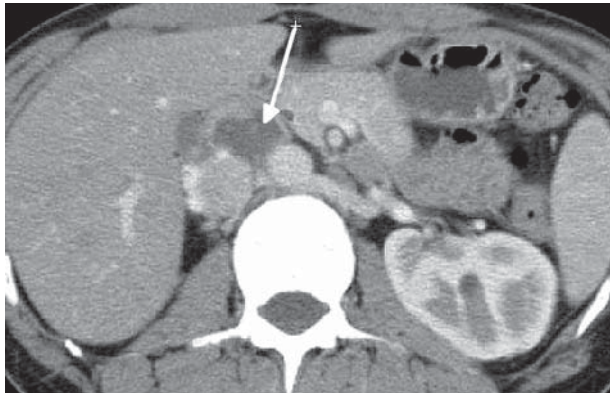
КТ скан верхнього поверху живота в аксіальній площині; абдомінальне вікно
